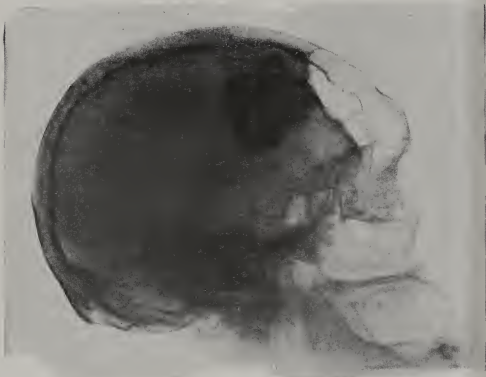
Radiographie crânienne de profil montrant outre la grosse tumeur médiane une petite calcification pariétale et une autre en arrière des apophyses clinoides postérieures.
